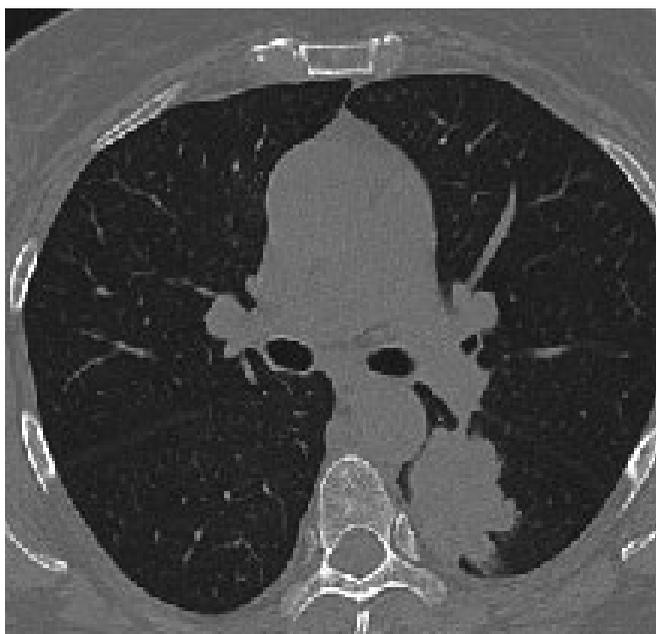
КТ грудной клетки. Объемное образование в левом легком
